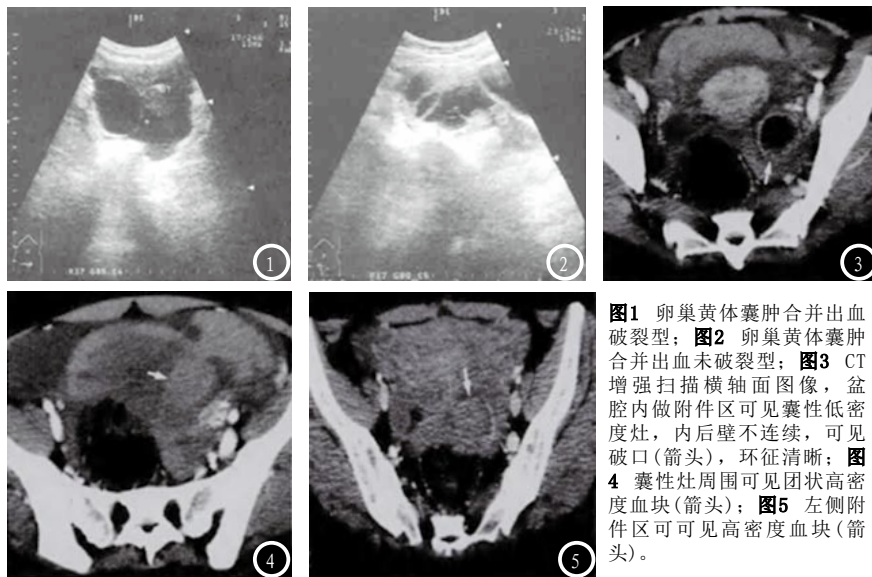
卵巢黄体囊肿合并出血破裂型;图2 卵巢黄体囊肿合并出血未破裂型;图3 CT增强扫描横轴面图像,盆腔内附件区可见囊性低密度灶,内后壁不连续,可见破口(箭头),环征清晰;图4 囊性灶周围可见团状高密度血块(箭头);图5 左侧附件区可见高密度血块(箭头)。
